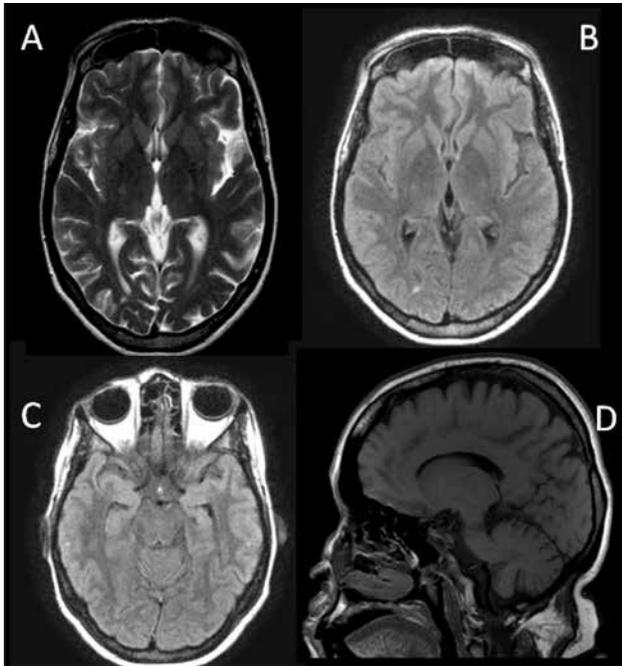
Ressonância magnética (RM) de crânio (A) e (B): hipersinal inespecífico em T2 e FLAIR occipital direito periventricular sem efeito expansivo ou realce pelo meio de contraste; (C) focos de hipersinal em FLAIR localizados na substância branca subcortical dos lobos frontais/parietais; (D) T1 parassagital mostrando a estrutura cerebelar sem alterações.
